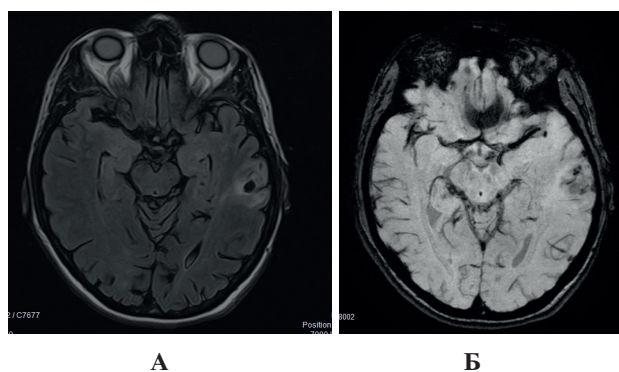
(А,Б). Пациент Н., 9 лет. МРТ 3 Тл – ИП T2 в аксиальной проекции (А). ИП SWAN в аксиальной проекции (Б). Сопряженная с ФКД ДНАО в левой височной области (собственное исследование).
